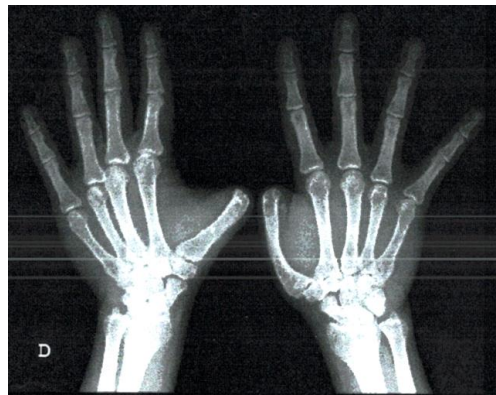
5 años de evolución POP. Radiografía con alargamiento en pulgar derecho e izquierdo y actividades reintegradas.
